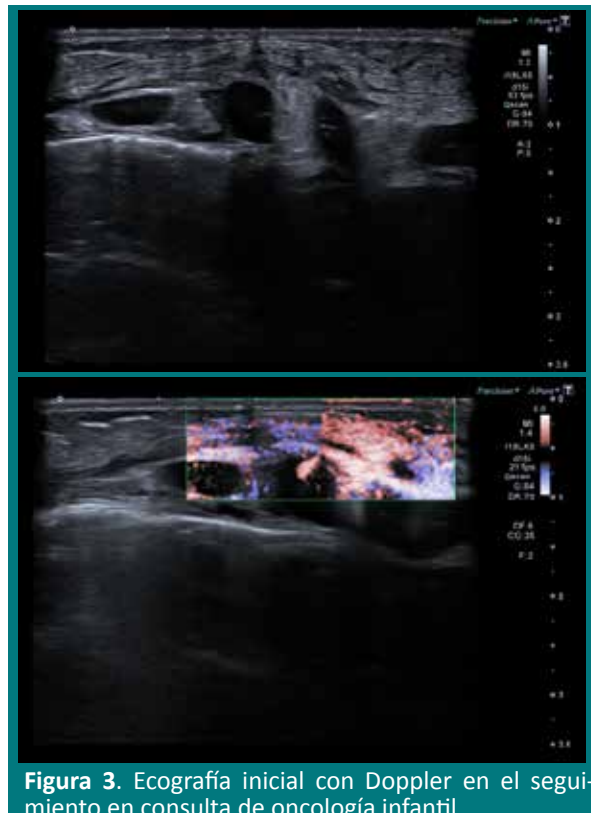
Ecografía inicial con Doppler en el seguimiento en consulta de oncología infantil.
